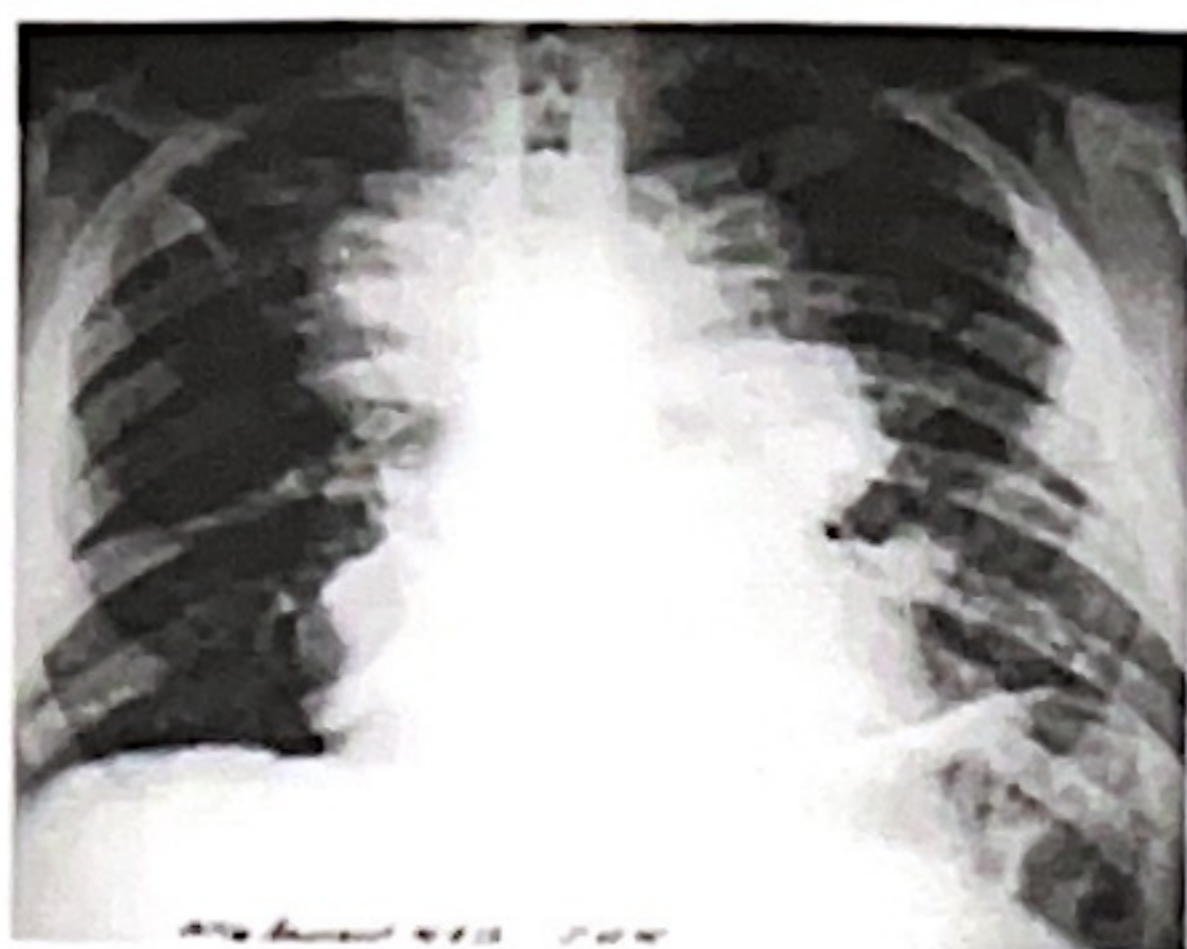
Рентгенограмма и КТ большого медиастинального рака легкого, осложненного СВПВ
